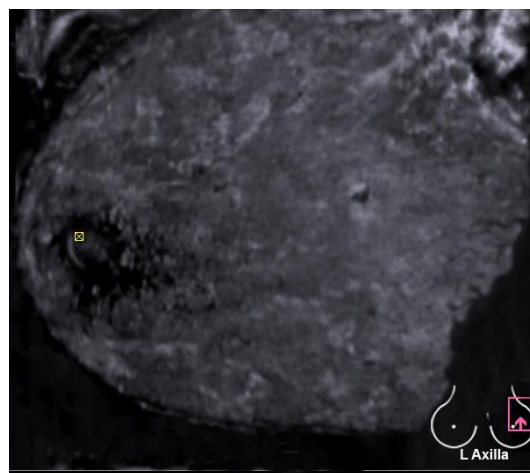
3Б Сонотомограмма левой молочной железы. Аксиллярный срез. Отмечается наличие однородной паренхимы лактирующей МЖ.
